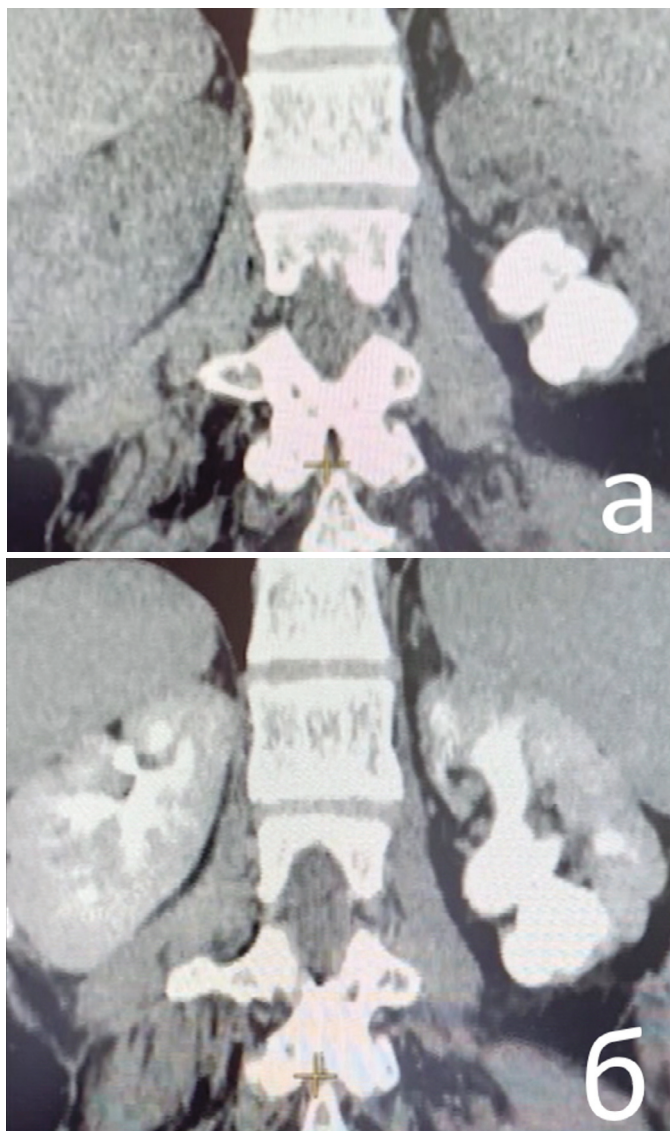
Больная Б. Компьютерная томография почек до лапароскопической резекции почки (а – нативное исследование; б – исследование с контрастированием)
